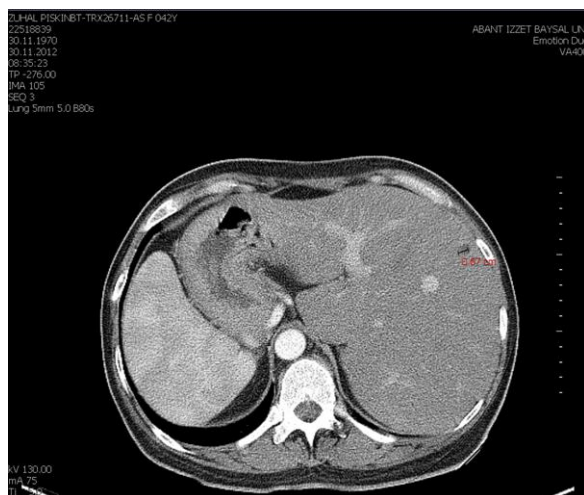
The abdominal computed tomography and ultrasonography revealed hypodense and milimetric lesions in the liver.
